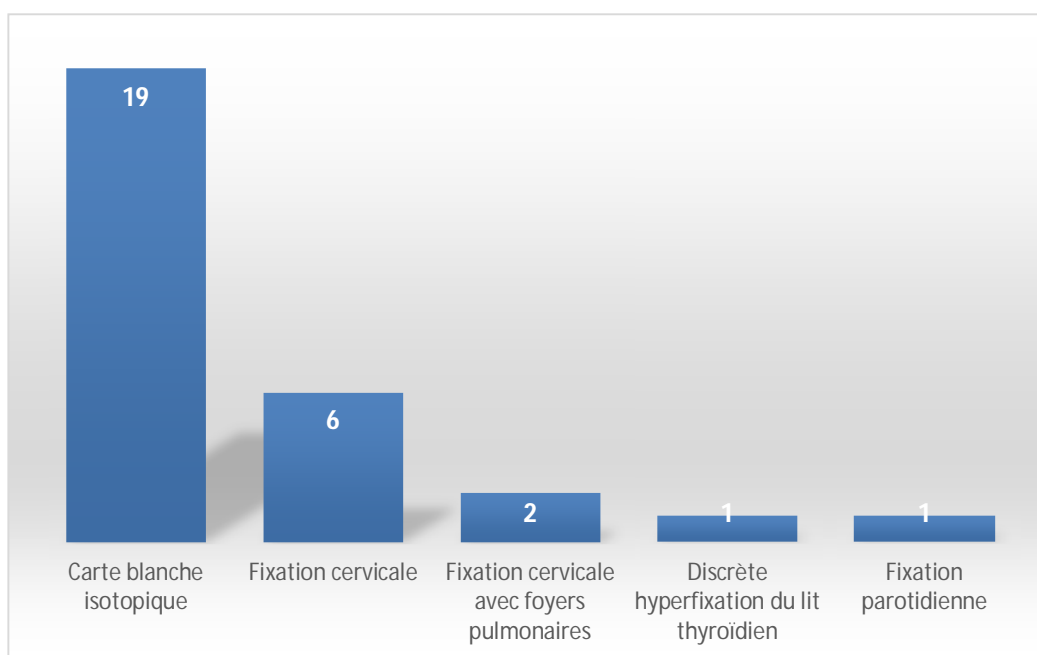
Répartition des cas selon le résultat de la scintigraphie corps entier à l'iode 131
